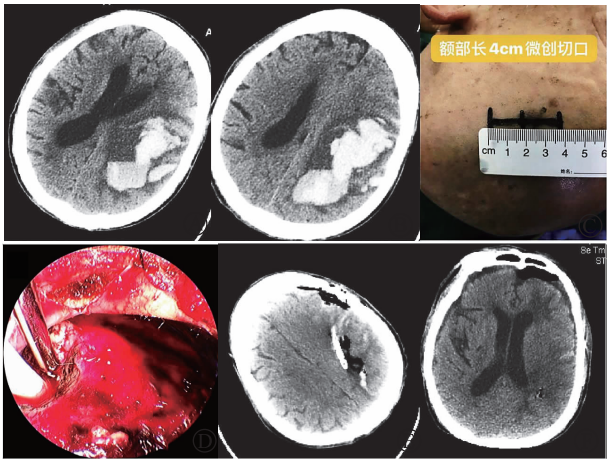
神经内镜拥有良好的自由度,适合各种不规则血肿 A 为术前 CT 提示血肿位于左侧额顶部;B 为术前 CT 提示血肿形态不规则;C 为采用额部微创皮肤切口线;D 为神经内镜下清除血肿并直视置管;E 为术后 CT 显示血肿清除理想;F 为术后 CT 显示中线结构回位
